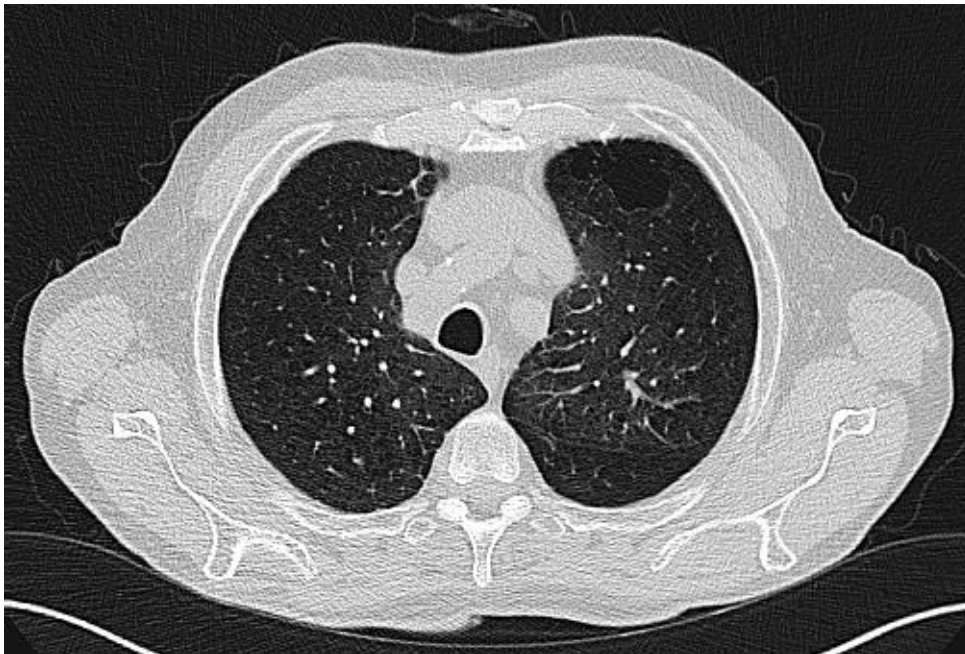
HR - CT Befund eines 69-jährigen Patienten mit COPD zeigt eine Dichteabnahme des Lungenparenchyms bei apikal betontem Emphysem mit einer Bullae
